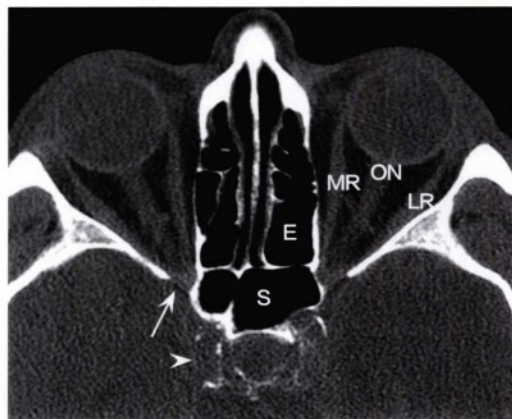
经眶的CT软组织窗图像，显示正常的眶上裂（箭头），注意颈内动脉海绵窦段存在血管壁钙化（无尾箭头）。同样显示了正常的内直肌及外直肌、视神经鞘复合体（ON）、蝶窦（S）及筛窦（E）气化良好。
